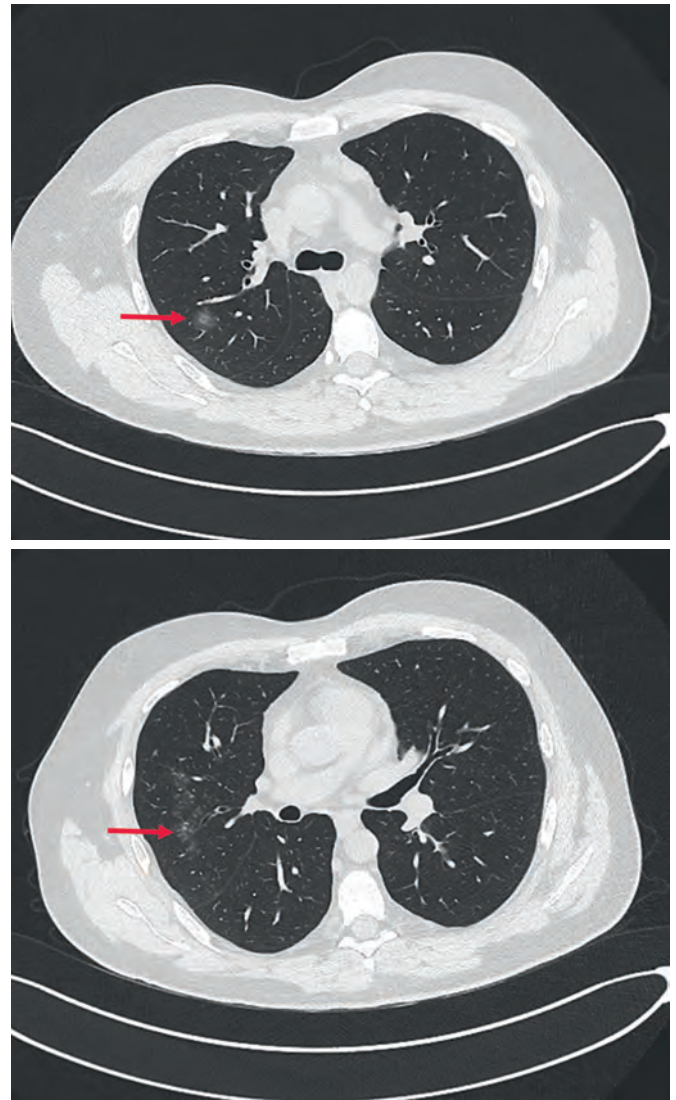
Данные КТ органов грудной клетки пациента К. (6.05.2020 г.). Лекарственный пульмонит (стрелки). COVID-19 не подтвержден
